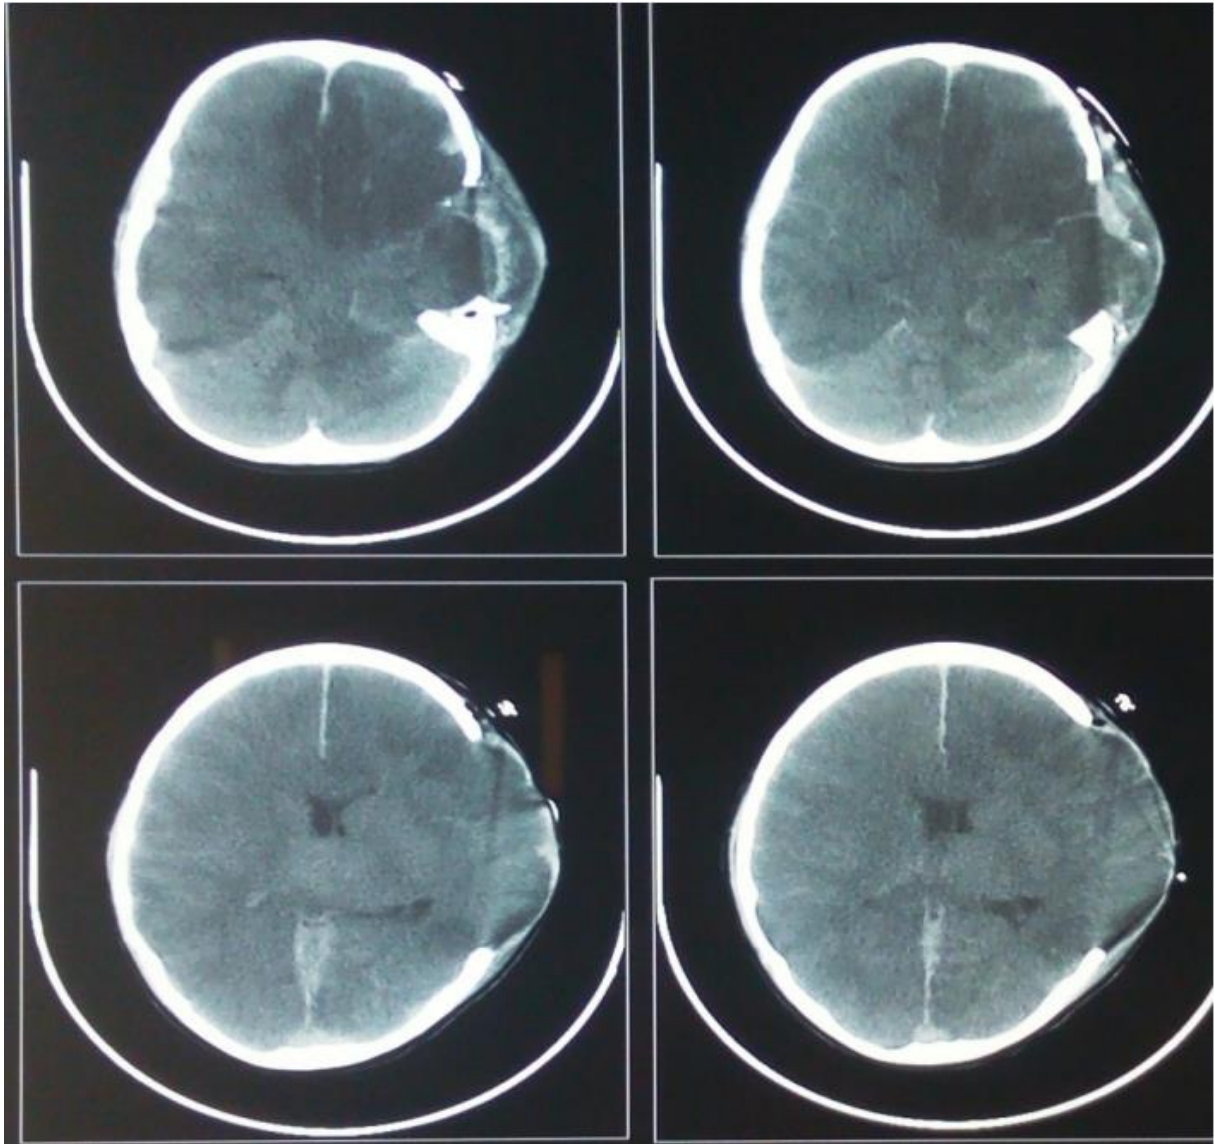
TDM cérébral post-opératoire d'une évacuation d'un HSD pariétal gauche avec réalisation d'un volet décompressif chez un enfant de 08 ans victime d'une chute d'escalier.
